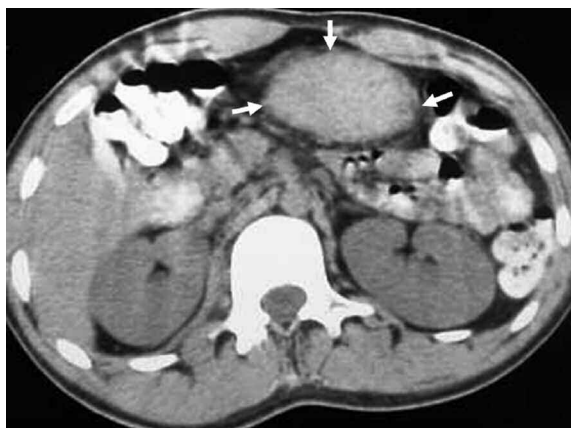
Paciente de 36 años de sexo masculino con hematoma mesentérico postraumático. TC obtenida tras la administración de contraste oral, donde puede observarse la existencia de una masa oval de elevada densidad localizada en el mesenterio anterior (flechas).
